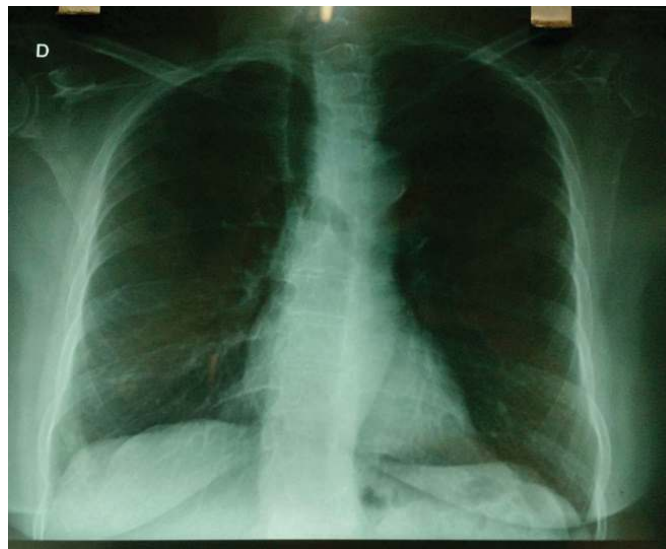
Radiografia de tórax pré-operatória - Ausência de desvio traqueal.
